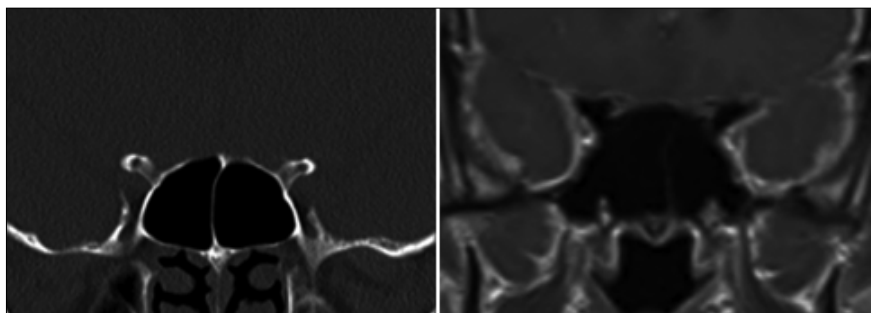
Diferencias entre TC (izquierda) y RM (derecha), obsérvese la mala definición del septo en la RM.
